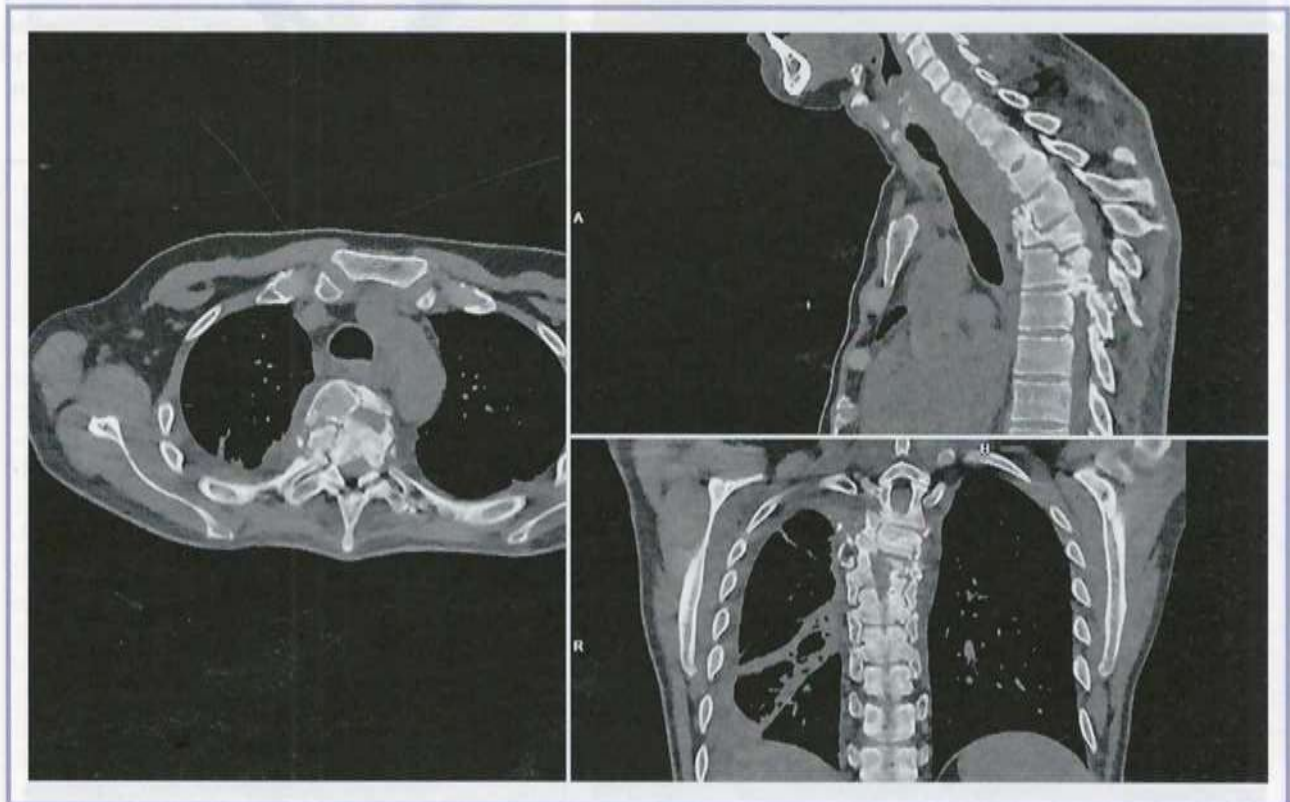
Chest CT with contrast enhancement of the esophagus.
